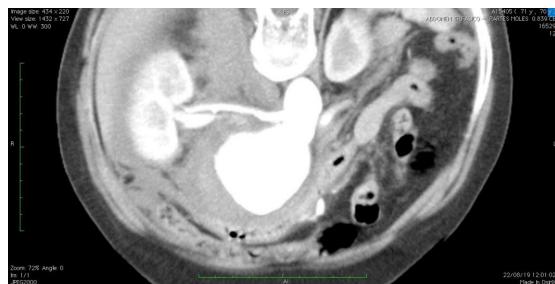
Angiotomografia demonstrando aneurisma da aorta abdominal justarrenal.
